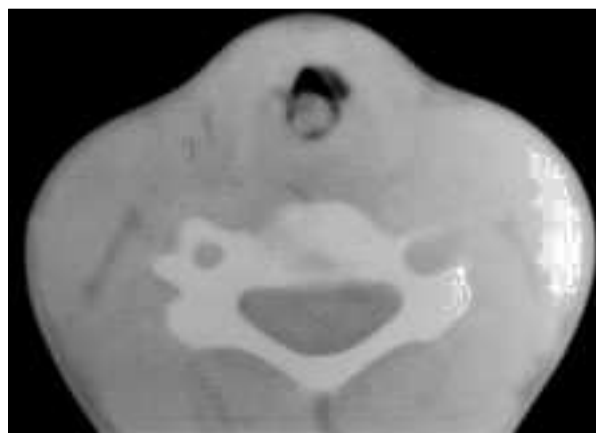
TC cervical que muestra masa endolaríngea dependiente de supraglotis derecha que obstruye casi completamente la vía respiratoria.
